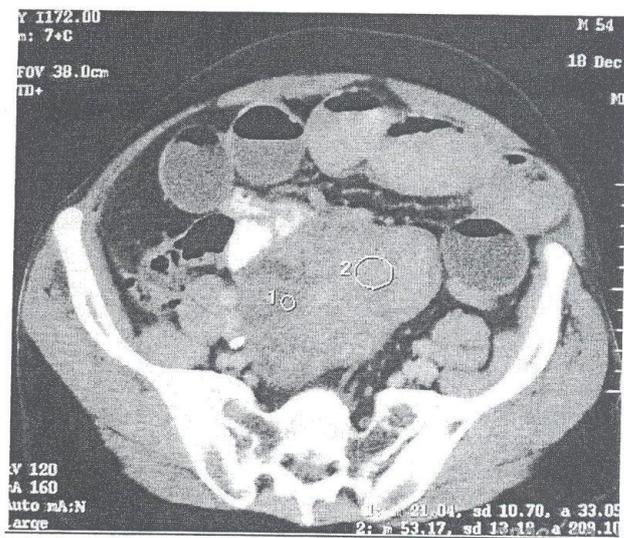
TDM (C+) montrant une tumeur du grêle avec une zone de nécrose intra tumorale
